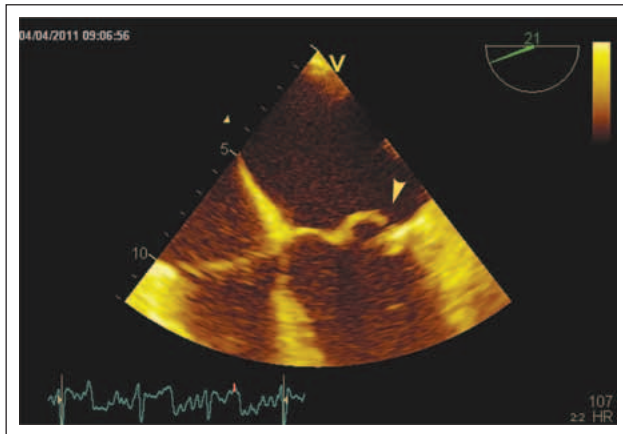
Transösophageale Echokardiographie. Prolaps des anterioren Mitralsegels. Auch in dieser Aufnahme ist die Spitze des Mitralsegels Richtung linker Ventrikel orientiert (Pfeil).
